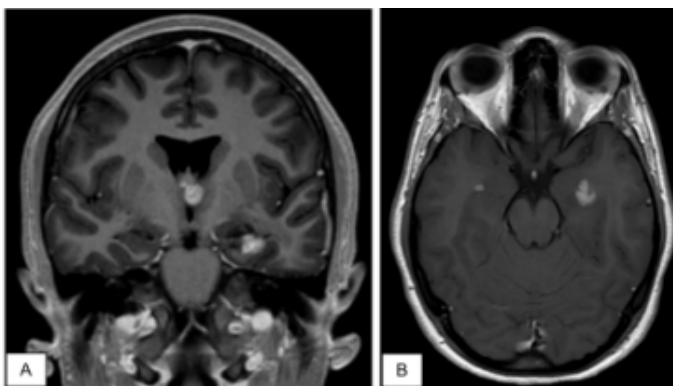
Imágenes correspondientes a la RM craneal de 2019.
